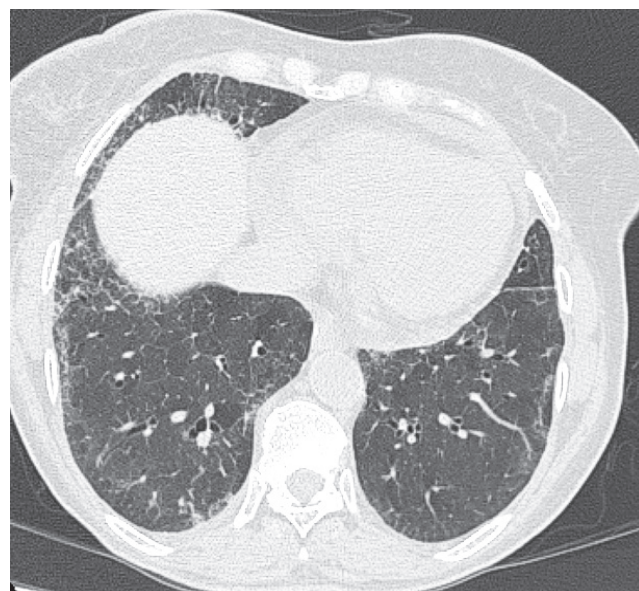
МСКТ легких больной РА 65 лет. Признаки интерстициального легочного фиброза: линейные тяжи, сетчатость, тракционные бронхоэктазы.
